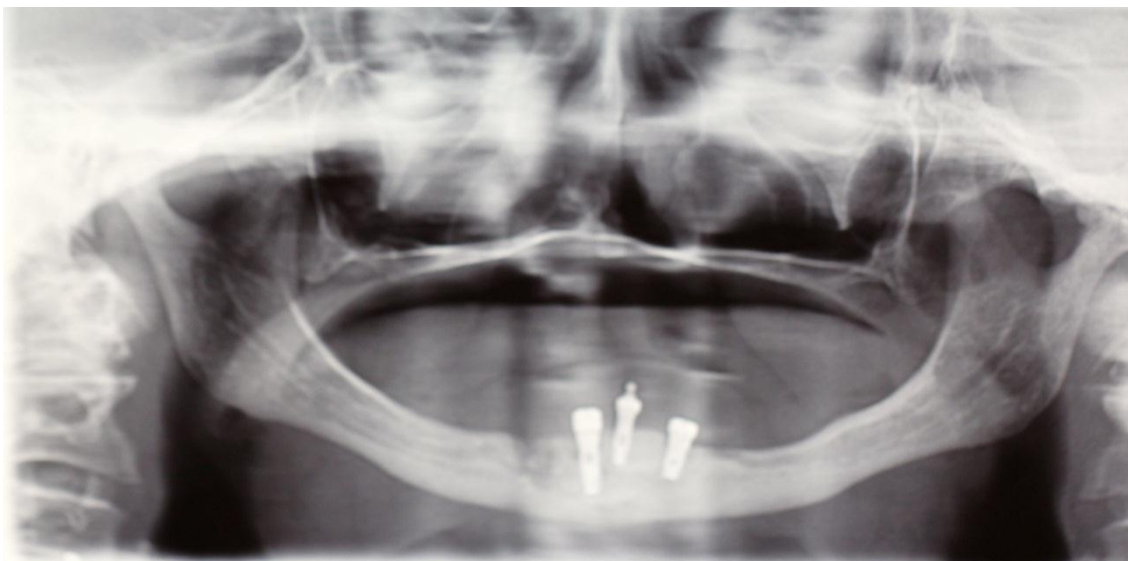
Radiografia panorâmica mostrando a perda dos implantes instalados e rarefação óssea associada.
